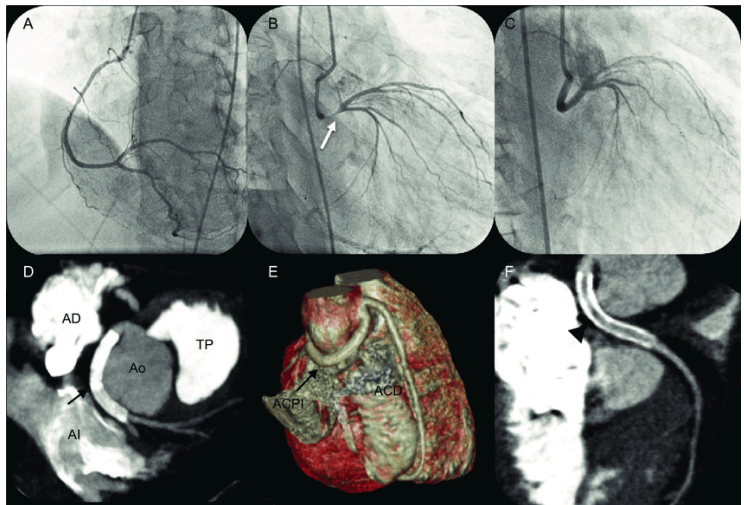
A-C: angiografía coronaria. D-F: angiografía coronaria con tomografía computarizada multicorte. ACD: arteria coronaria derecha; ACPI: arteria coronaria principal izquierda; AD: aurícula derecha; AI: aurícula izquierda; Ao: aorta; TP: tronco de la arteria pulmonar.
